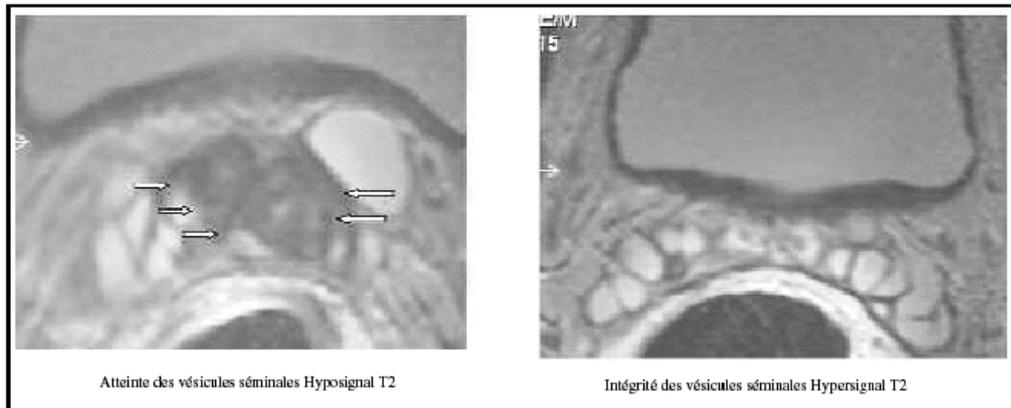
Aspect des vésicules séminales en IRM.
